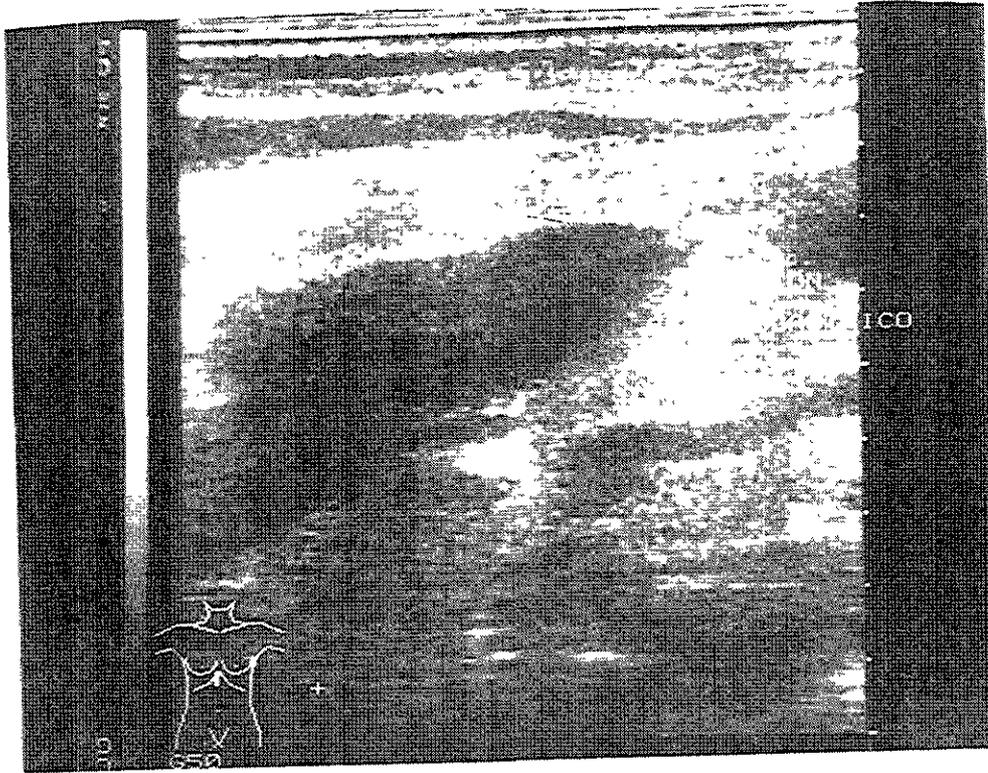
Corte longitudinal del estómago por ultrasonido, el cual demuestra a nivel de la unión esofagogástrica un engrosamiento difuso y homogéneo por invasión tumoral.
